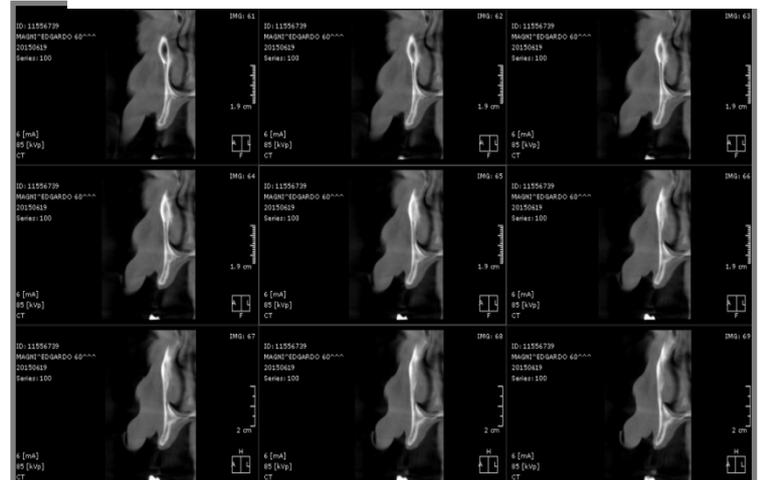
Tomografía de seno maxilar y zona de disyunción de tablas.
